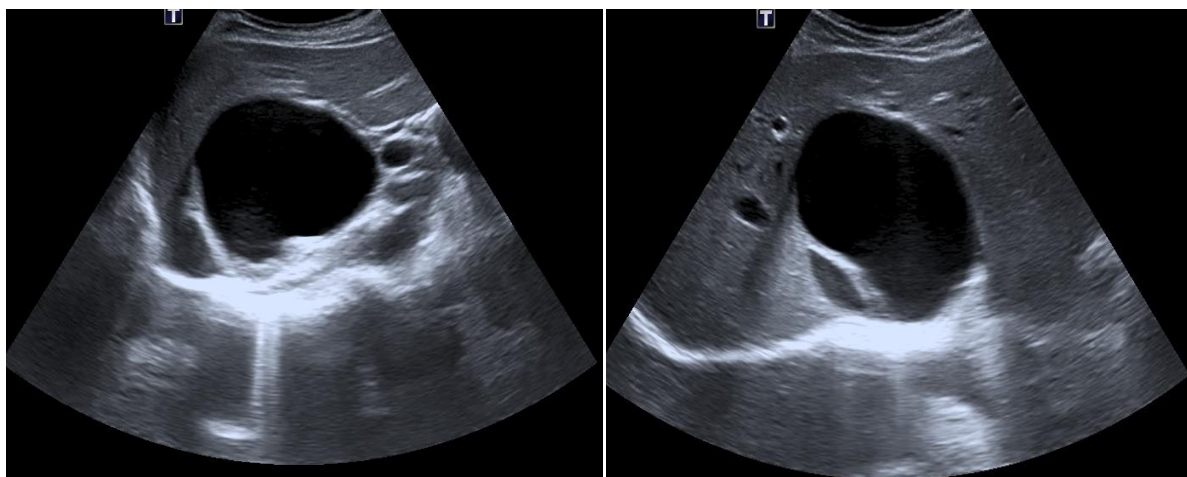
УЗИ картина. Имеется четко очерченное однокамерное гипоэхогенное кистозное образование, который имеет толстую, но ровную стенку.
